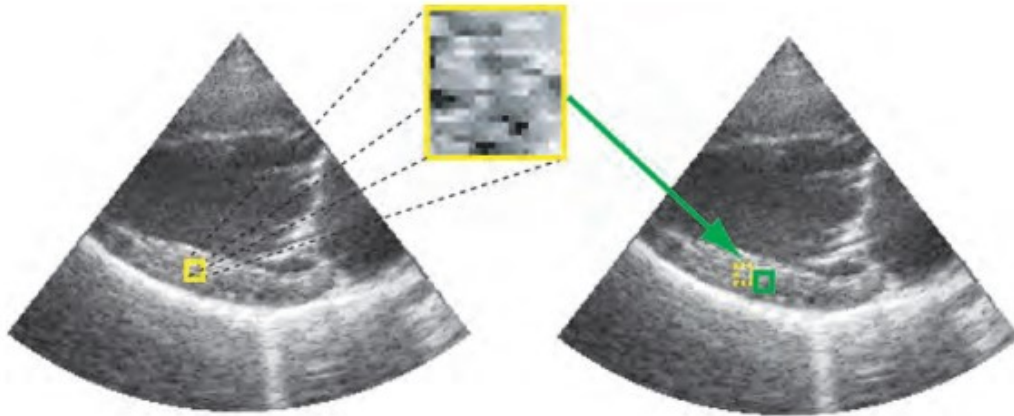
Un particolare segmento di tessuto viene identificato da una distribuzione spaziale di valori di grigio nell'immagine ultrasonora, definita *speckle pattern*; essa è usata come *marker acustico del tessuto*.
